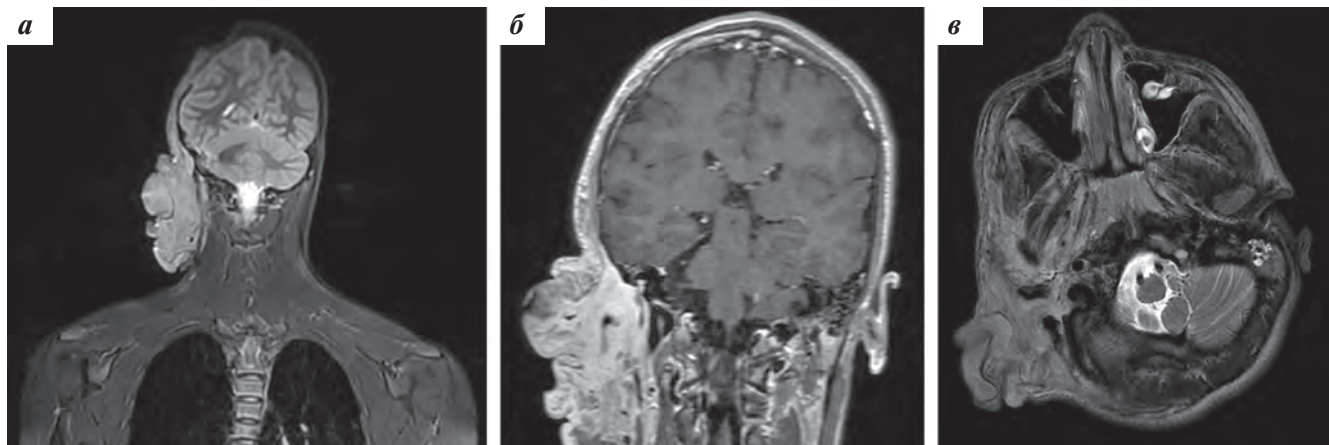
МРТ мягких тканей головы с внутривенным контрастным усилением: а — STIR-ВИ, коронарная проекция; б — T1-ВИ, коронарная проекция; в — T2-ВИ, аксиальная проекция
